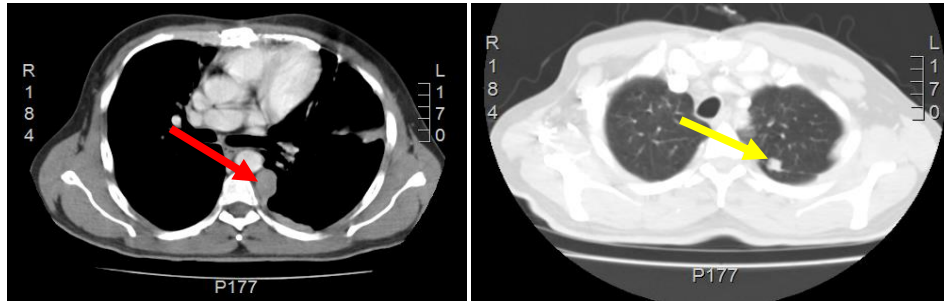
Tomografía computada de tórax muestra engrosamiento nodular pleural izquierdo predominantemente en recesos costofrénicos, identificando grandes masas este nivel (flecha roja). Múltiples nódulos yuxtacisurales izquierdos de hasta 13 mm (flecha amarilla).
